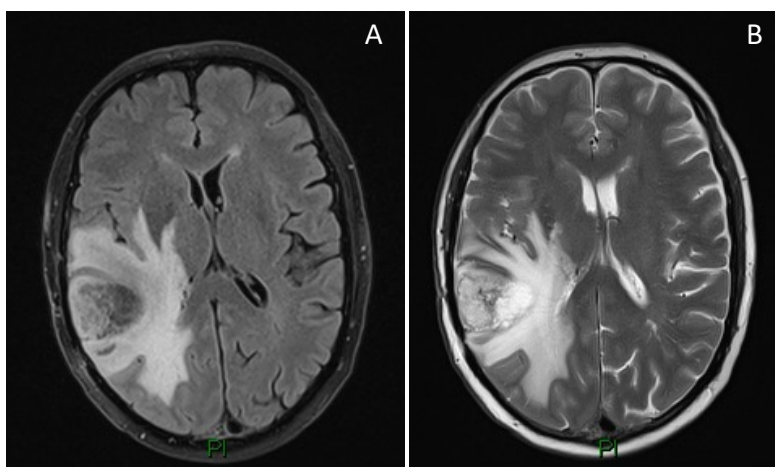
RM CE 02/01/2017 (A-B: FLAIR tirm axial, T2 axial).
